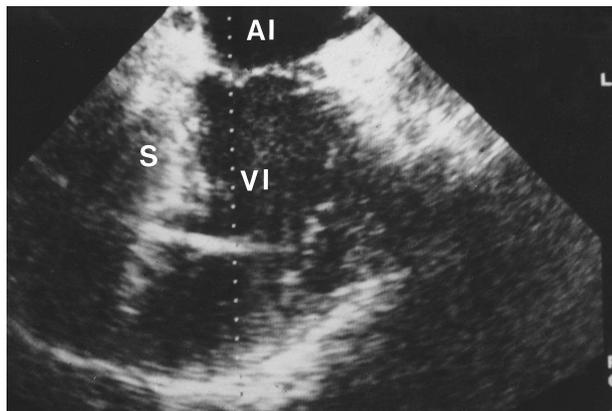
Ecocardiografía transesofágica. Obsérvese la imagen lineal muy ecogénica que cruza el VI de forma perpendicular a su eje longitudinal. AI: aurícula izquierda; VI: ventrículo izquierdo; S: septo interventricular.
